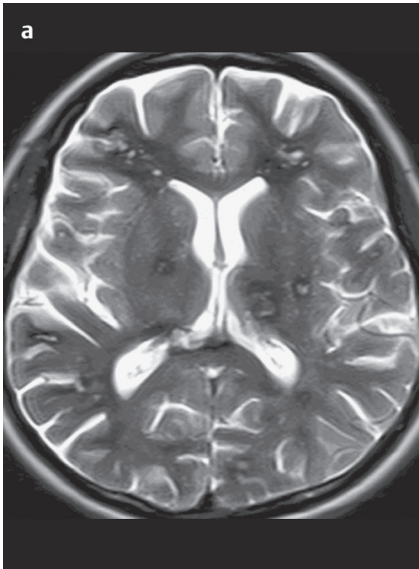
а–с Кавернозная гемангиома. МРТ, T2-ВИ в аксиальной плоскости (а), T1-ВИ в аксиальной плоскости (б) и T2*-ВИ во фронтальной плоскости (с). Множественные гомогенные очаги, содержащие кровь на всех стадиях распада (а, б); у большинства на T2-ВИ визуализируется замкнутый гипоинтенсивный ободок (а) и отсутствие сигнала на T2*-ВИ (с).
